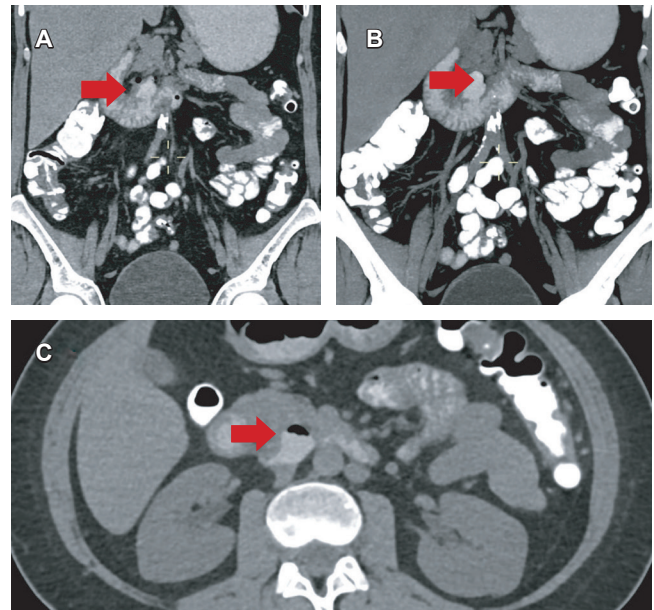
Tomografía de control con contraste oral y endovenoso realizada tras seis días de nutrición parenteral (NP), en donde se evidencia divertículo en tercera porción de duodeno, sin datos de perforación actual, con escaso aire residual por antecedente de perforación, sin colecciones (flechas naranjas). A) Tomografía con contraste oral y endovenoso. B) Tomografía con reconstrucción de proyección de máxima intensidad de contraste (MIP). C) Tomografía con contraste oral y endovenoso; corte axial.
